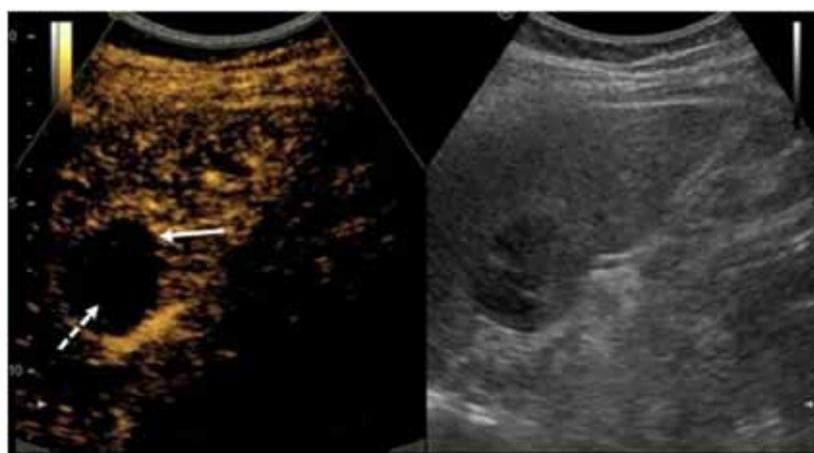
КУУЗИ (Соноvue 2,5 мл). Артериальная фаза: отмечается незначительное усиление контрастирования по периферии образования (стрелка), центральная часть аконтрастна (пунктирная стрелка)
